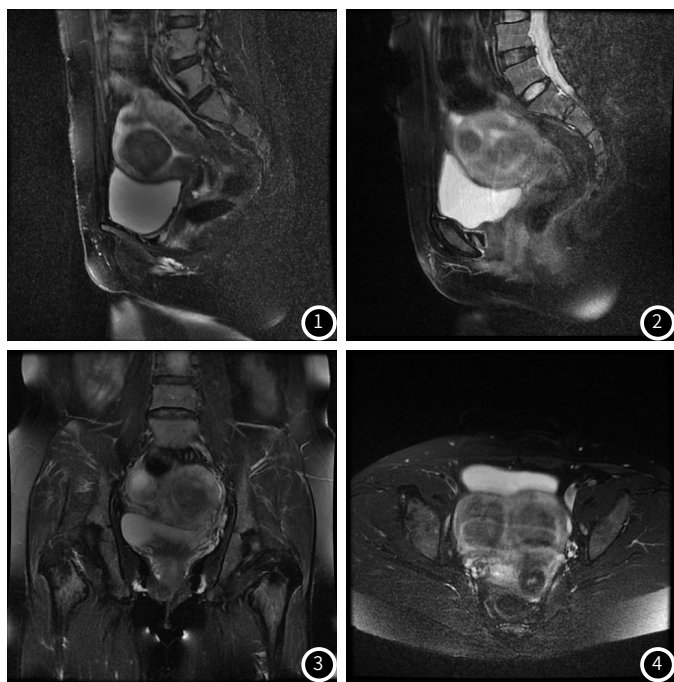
~图4 50岁，患者，女。盆腔MRI平扫+多期增强(Gd-DTPA)：子宫增大，等T<sub>1</sub>、混杂T<sub>2</sub>信号灶，边界欠清，其一病灶向宫腔突起，增强后病灶呈中度均匀强化，延时后趋于等信号；子宫内膜显示欠清；宫颈区基质环完整，见数个小圆形长T<sub>2</sub>信号，最大直径约0.4cm，增强后未见强化；盆腔内未见游离液体信号影；盆腔内未见异常强化的肿大淋巴结。提示子宫多发子宫肌瘤。
